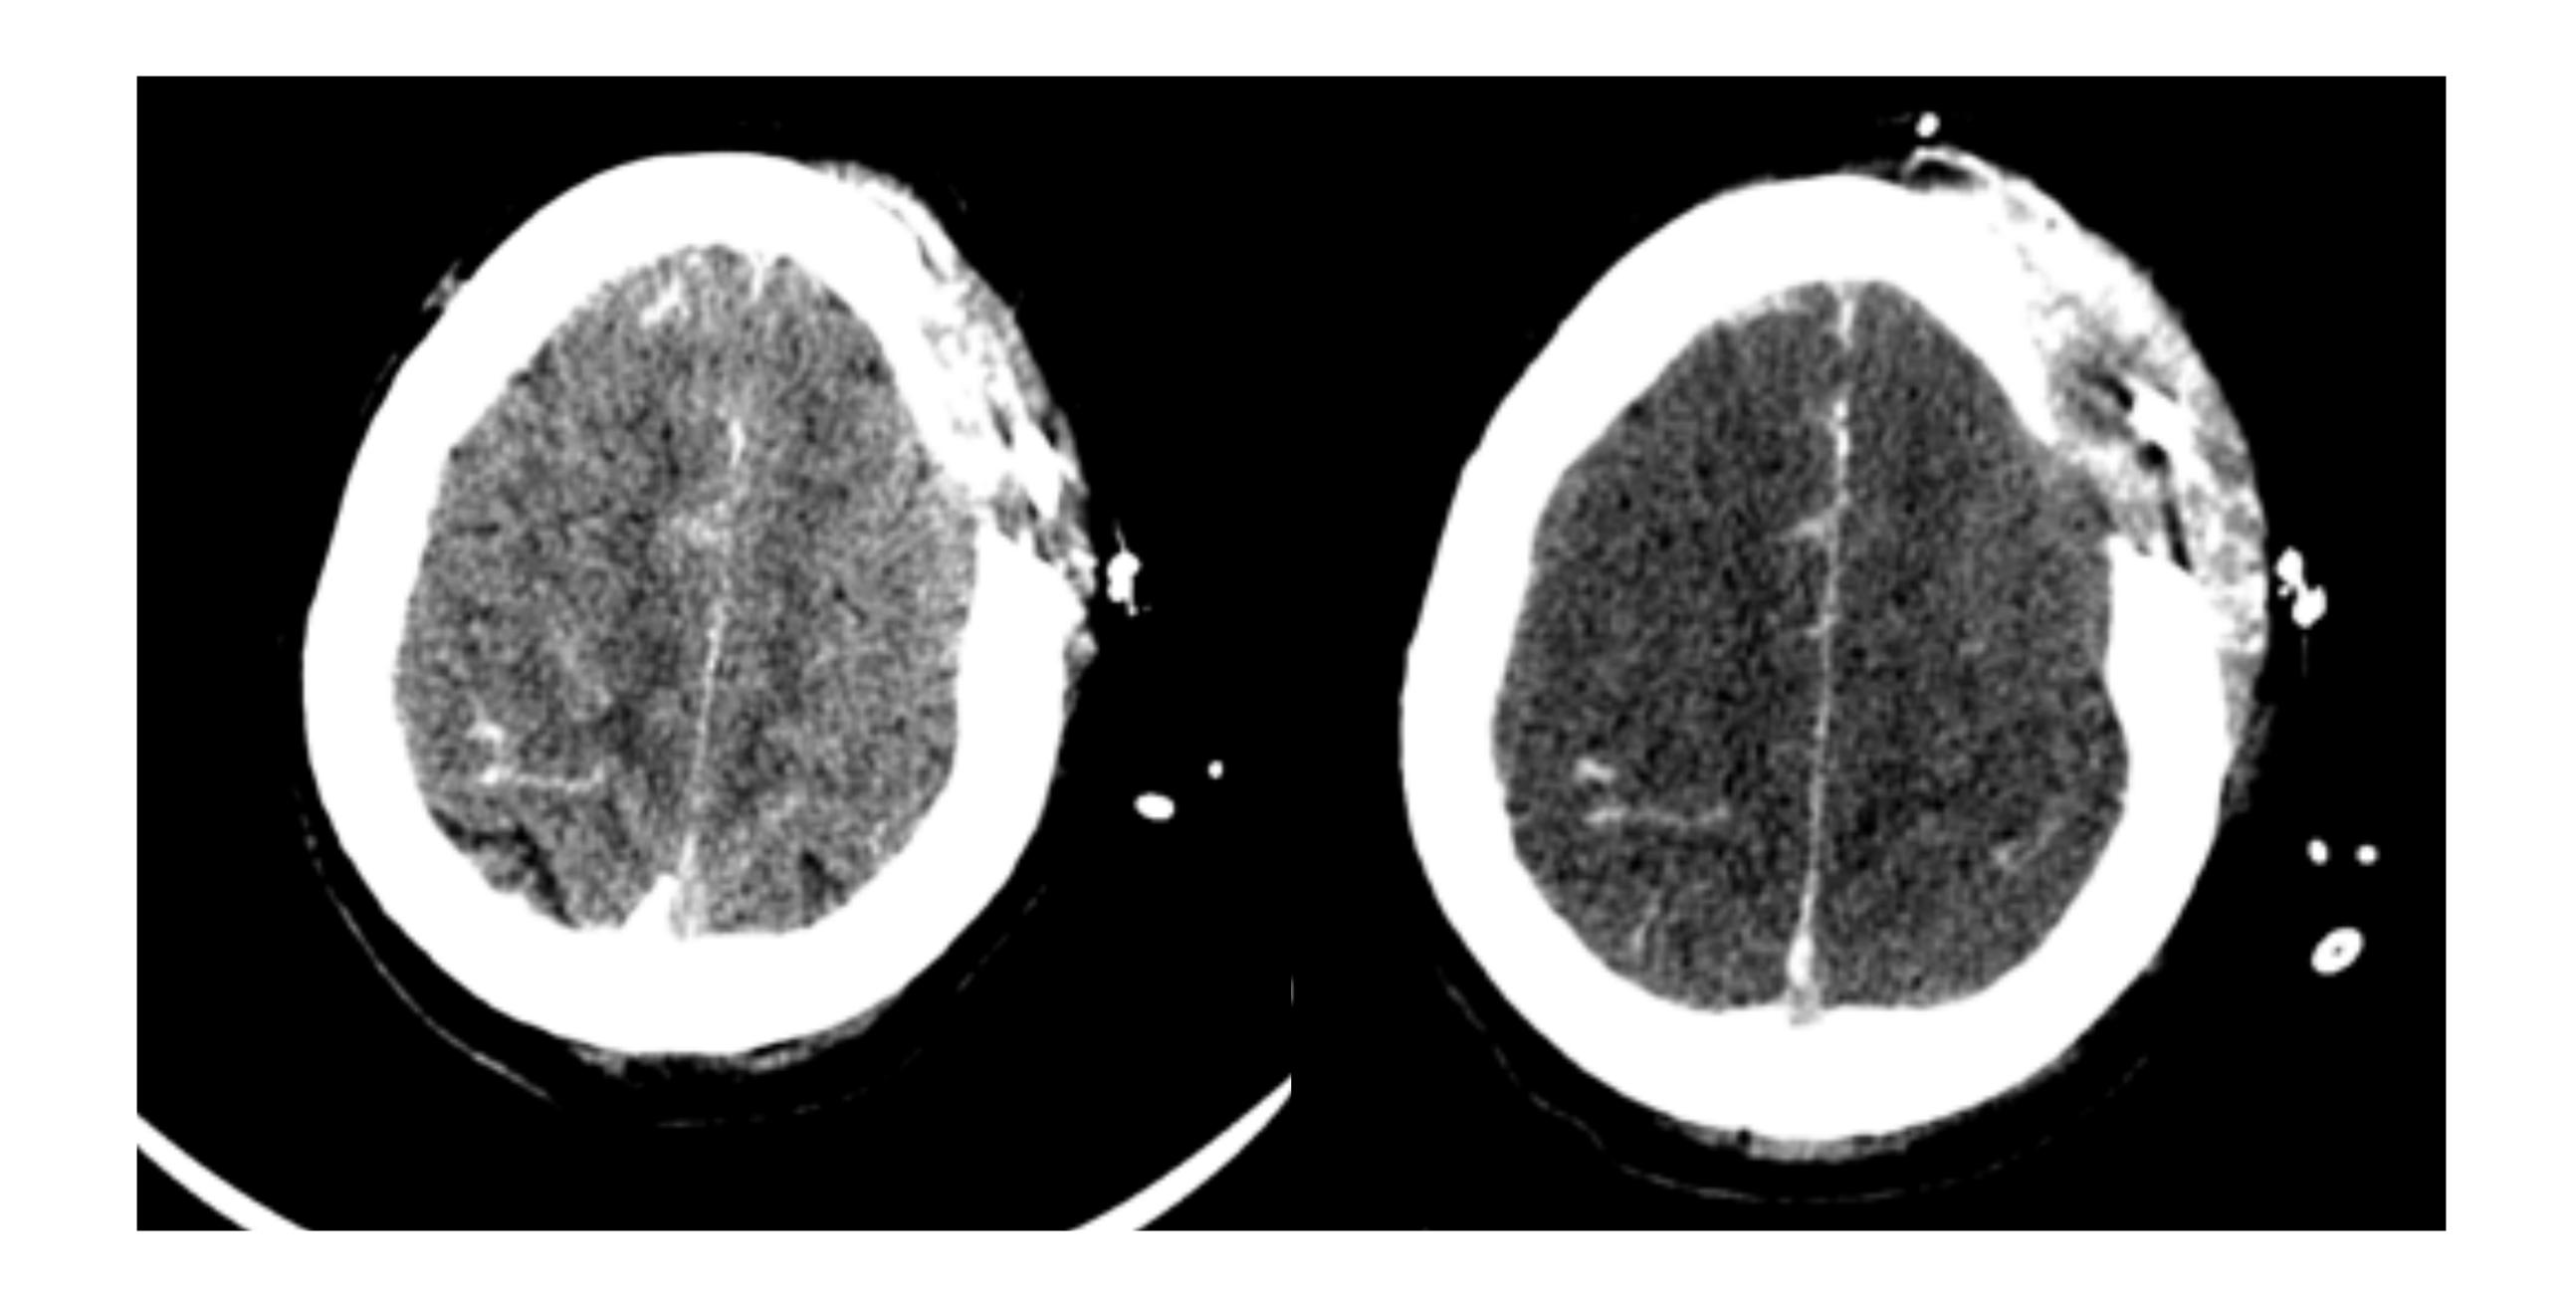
Evolución desfavorable en horas del paciente anterior. Cortes axiales de TC de cráneo sin contraste donde se aprecia HSA y pérdida de la diferenciación sustancia gris-sustancia blanca.
